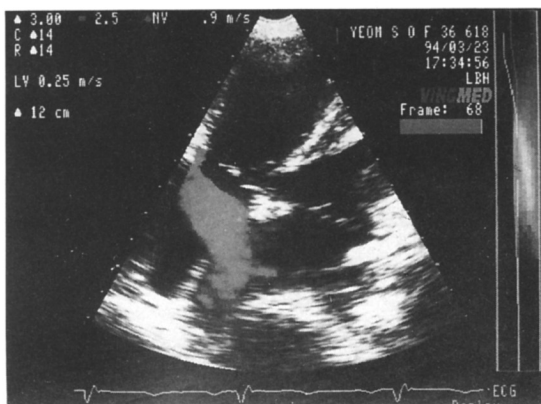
Atrial septal defect with left to right shunt in echocardiography.
